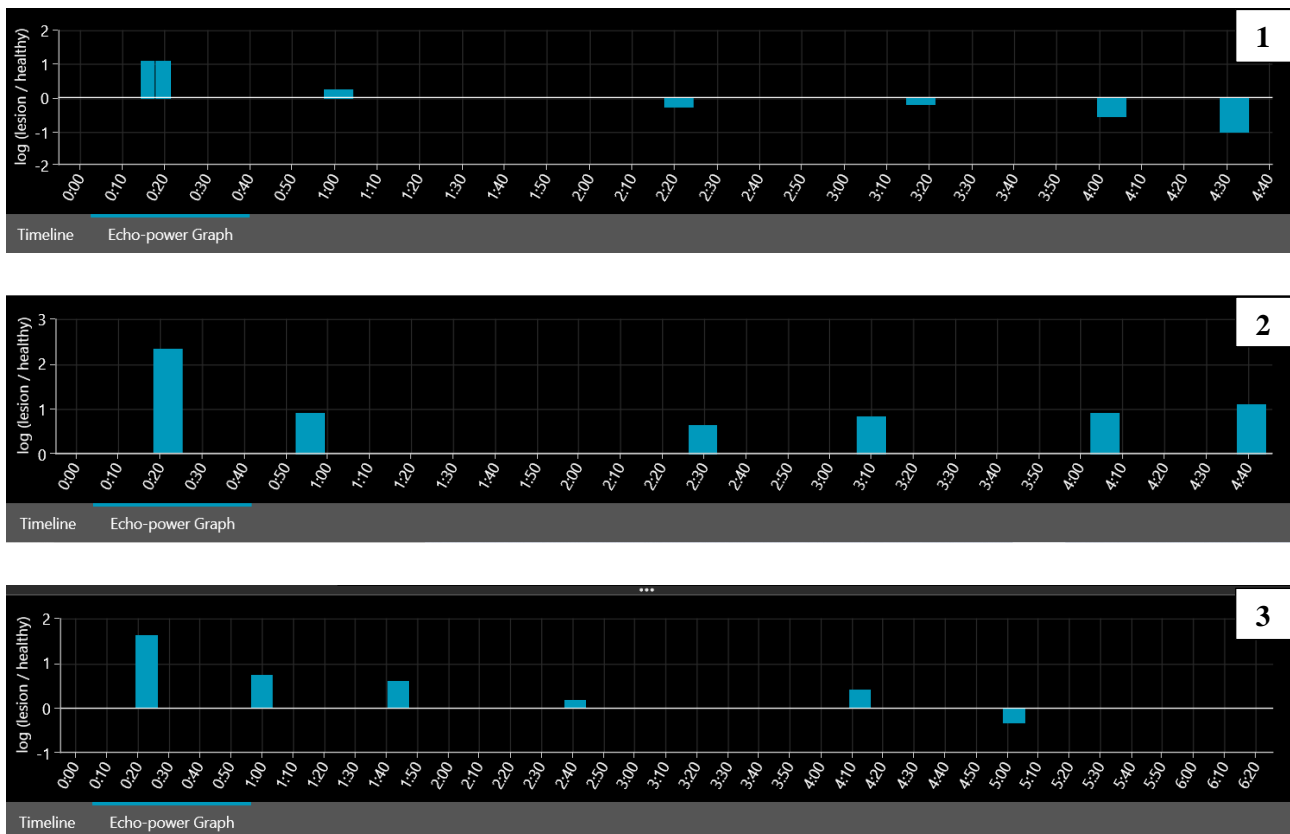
Grafico 1: nodulo di HCC tipico in CEUS, grafico 2: nodulo non maligno (senza wash-out né in CEUS né in TC/RM), grafico 3: nodulo HCC senza wash-out all'occhio dell'operatore in CEUS. Il software di quantificazione della perfusione tissutale ha permesso di individuare valori di log(ratio) lesione/parenchima negativi in almeno una immagine-chiave nei noduli HCC (grafici 1 e 3). Screenshot dal software LICEUS® (Bracco, Ginevra, Svizzera).
